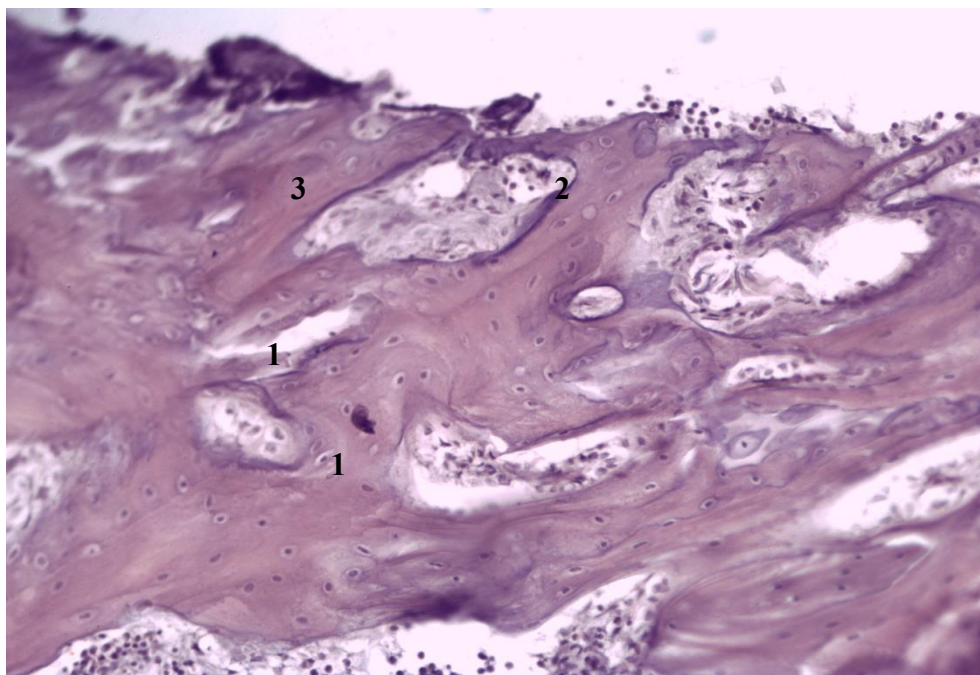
Компактна КТ діафіза стегнової кістки щура на 14-ту добу після десятиденного введення $CdCl_2$:
